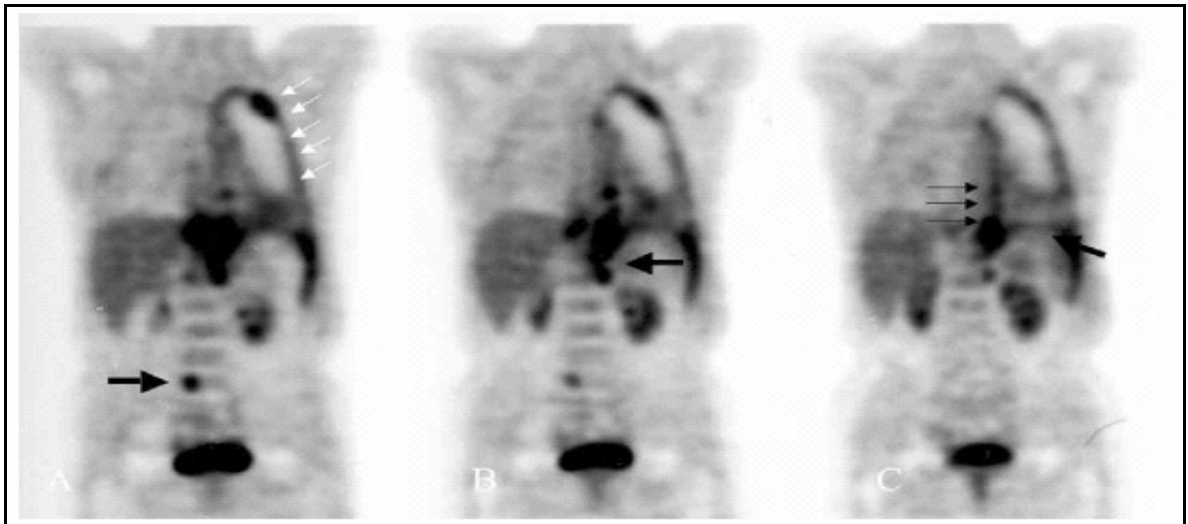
Immagine PET di un mesotelioma diffuso
